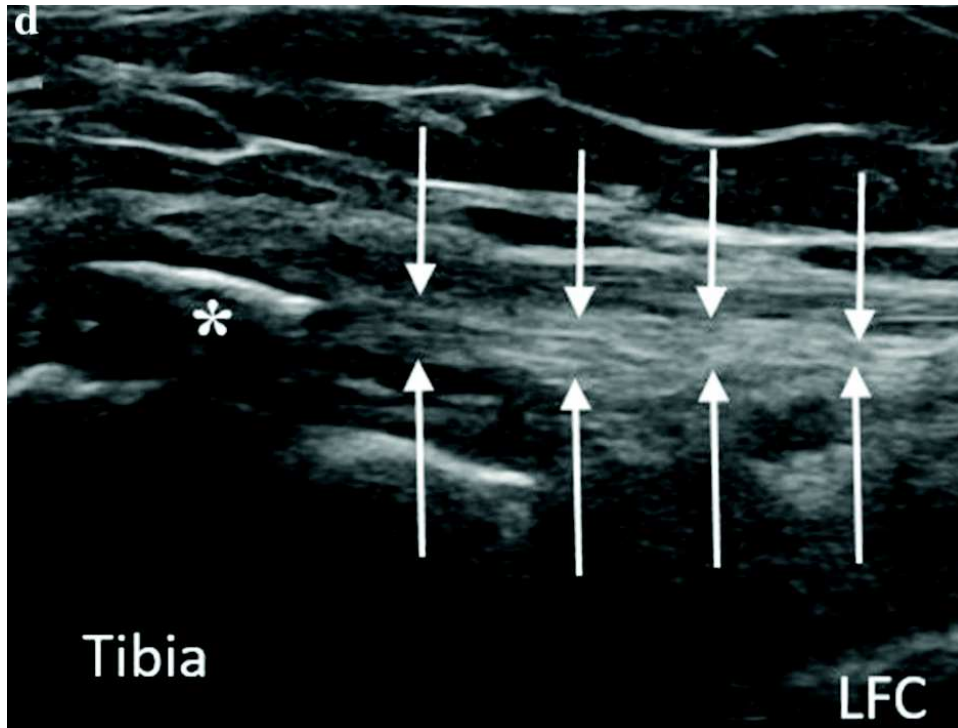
Lésion de Segond échographique [108]
